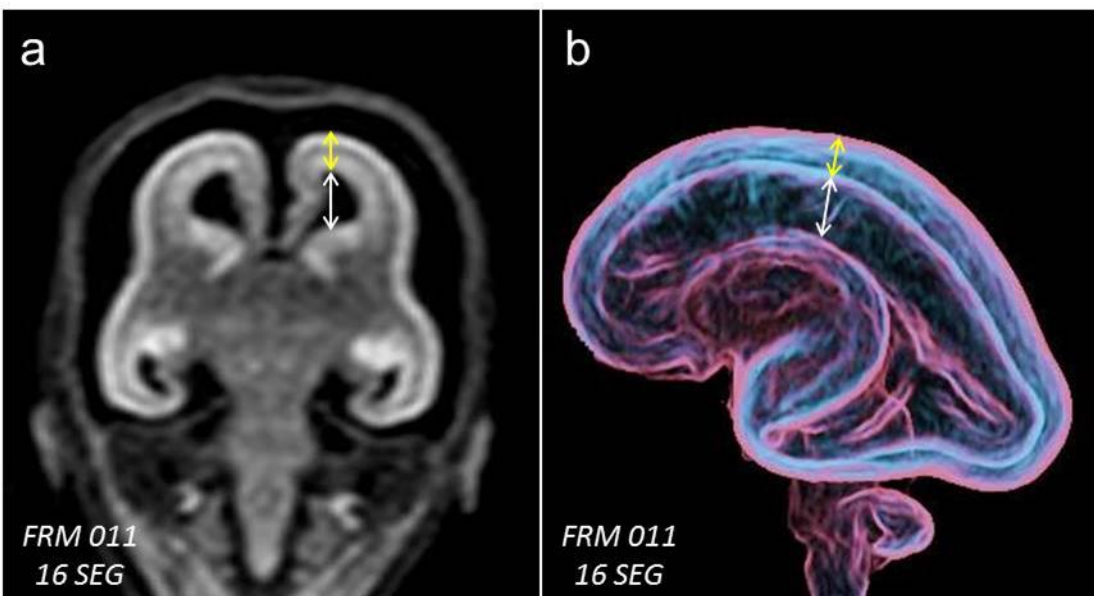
Imágenes de RM de la cabeza fetal. a) Corte coronal y b) Vista lateral 3D con transparencia. Metodología empleada para registrar la variación entre el diámetro vertical del cuerpo del VL (flecha blanca) y el espesor del parénquima cerebral (flecha amarilla)
